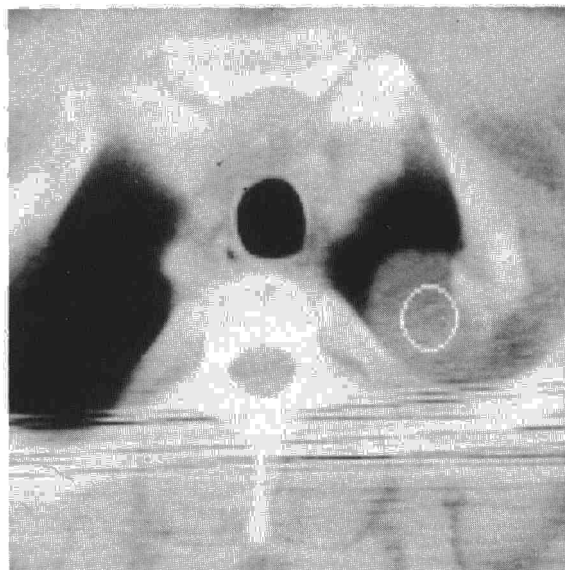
TAC. Masa homogénea apical derecha.
